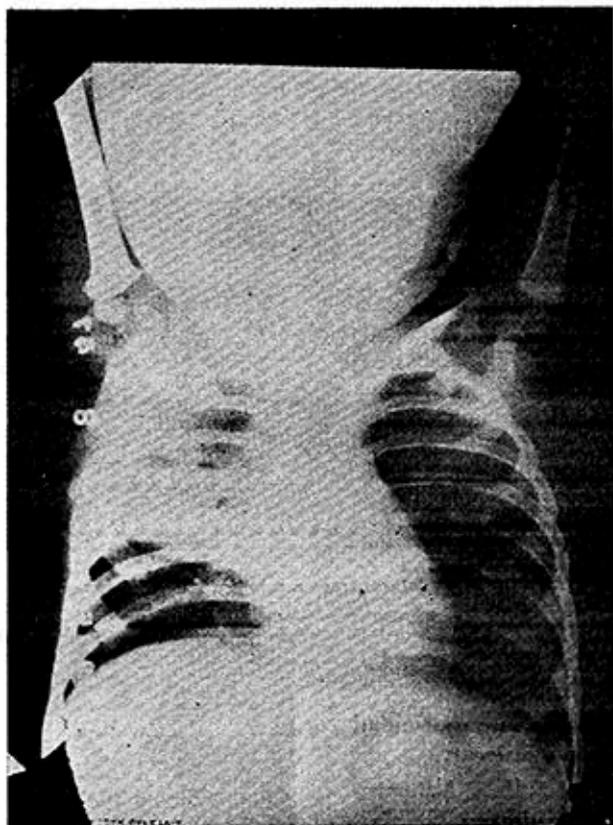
Radiografía de pulmones, mostrando las lesiones de primoinfección (derecho).
